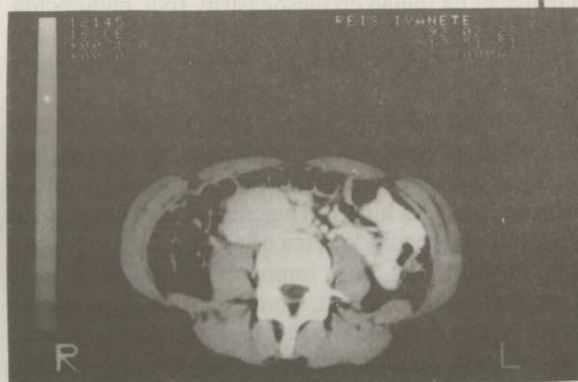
A tomografia computadorizada demonstra uma massa retro peritoneal, com calcificação irregular periférica, captante de contraste e posterior à veia cava inferior.
